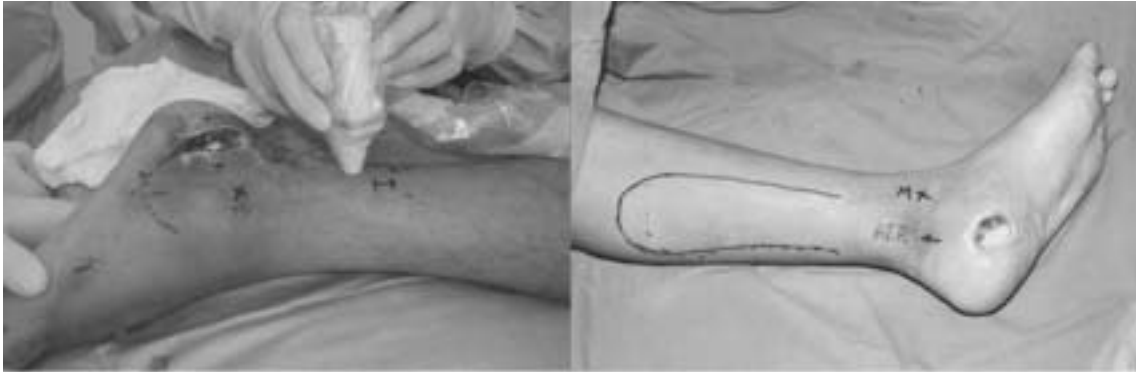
Identificación con Doppler del pedículo vascular y diseño del colgajo.
